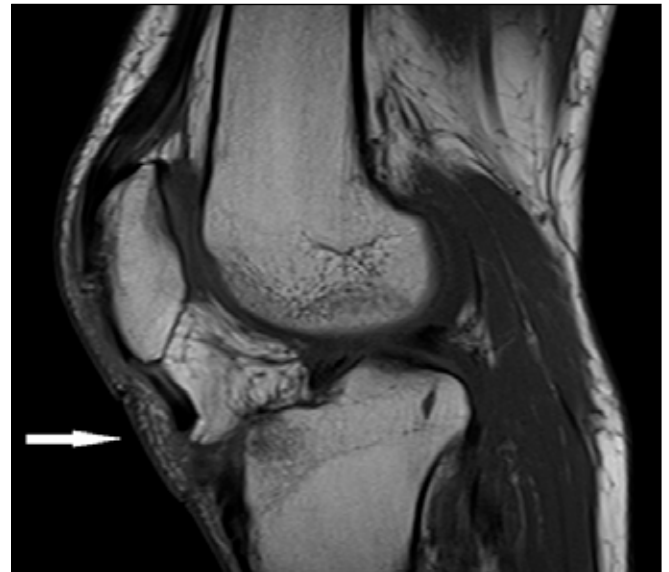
Sagittal T1Weighted MR image shows a complete rupture of the patellar tendon (white arrow).
